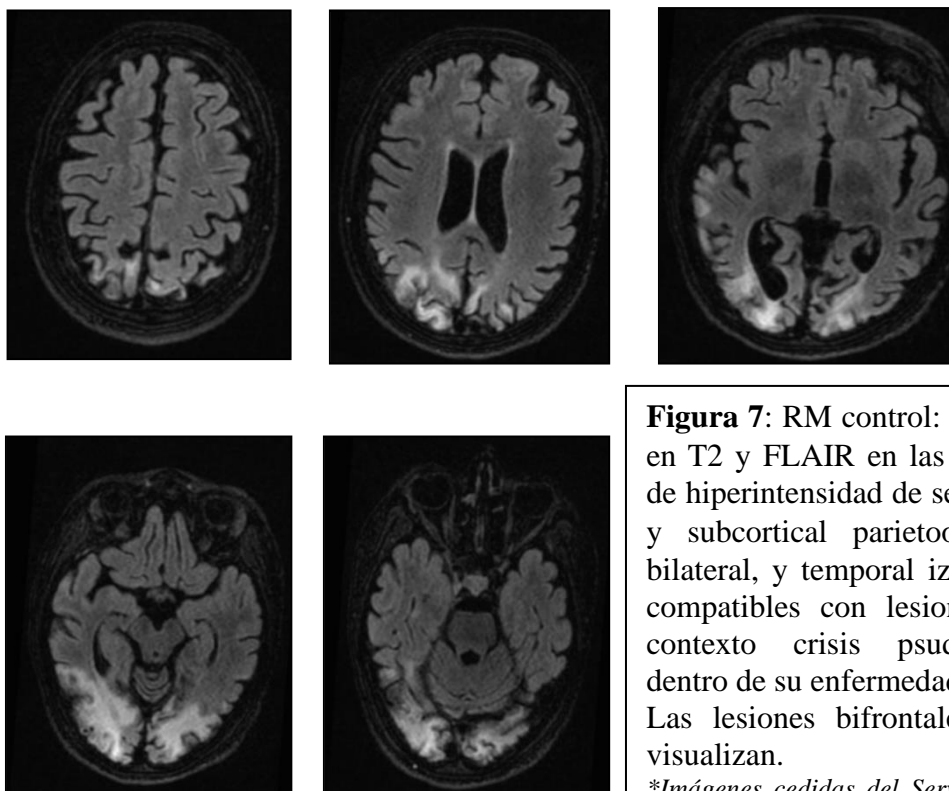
RM control: Imágenes potenciadas en T2 y FLAIR en las que se observa focos de hiperintensidad de señal en región cortical y subcortical parietooccipital de carácter bilateral, y temporal izquierdo, sin cambios, compatibles con lesiones de gliosis en el contexto crisis pseudoictales recurrentes dentro de su enfermedad. Las lesiones bifrontales previas ya no se visualizan.
